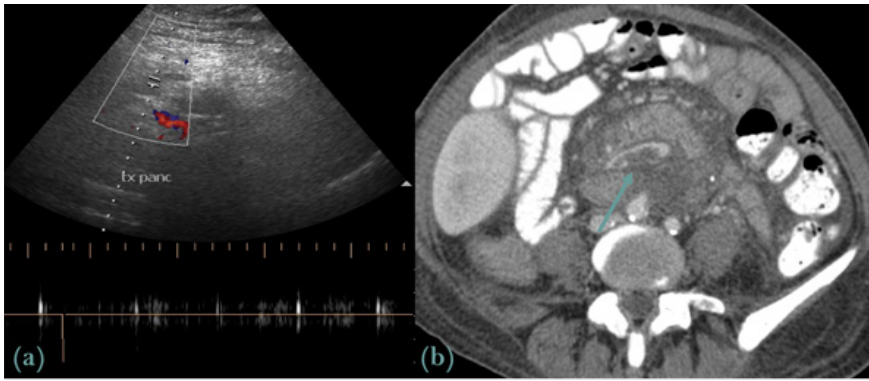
(a) Trombose arterial do enxerto pancreático. A avaliação ecográfica em modo Doppler objetivou ausência de fluxo adequado na artéria mesentérica superior, sugestiva de trombose arterial. A avaliação em modo B (*gray-scale*) era inaracterística. (b) Trombose venosa em transplante pancreático (TC Abdomino-pélvico, contraste oral e e.v.). Assinala-se (→) defeito de preenchimento intra-luminal na vertente inferior da veia esplênica, traduzindo tombose venosa parcial.
